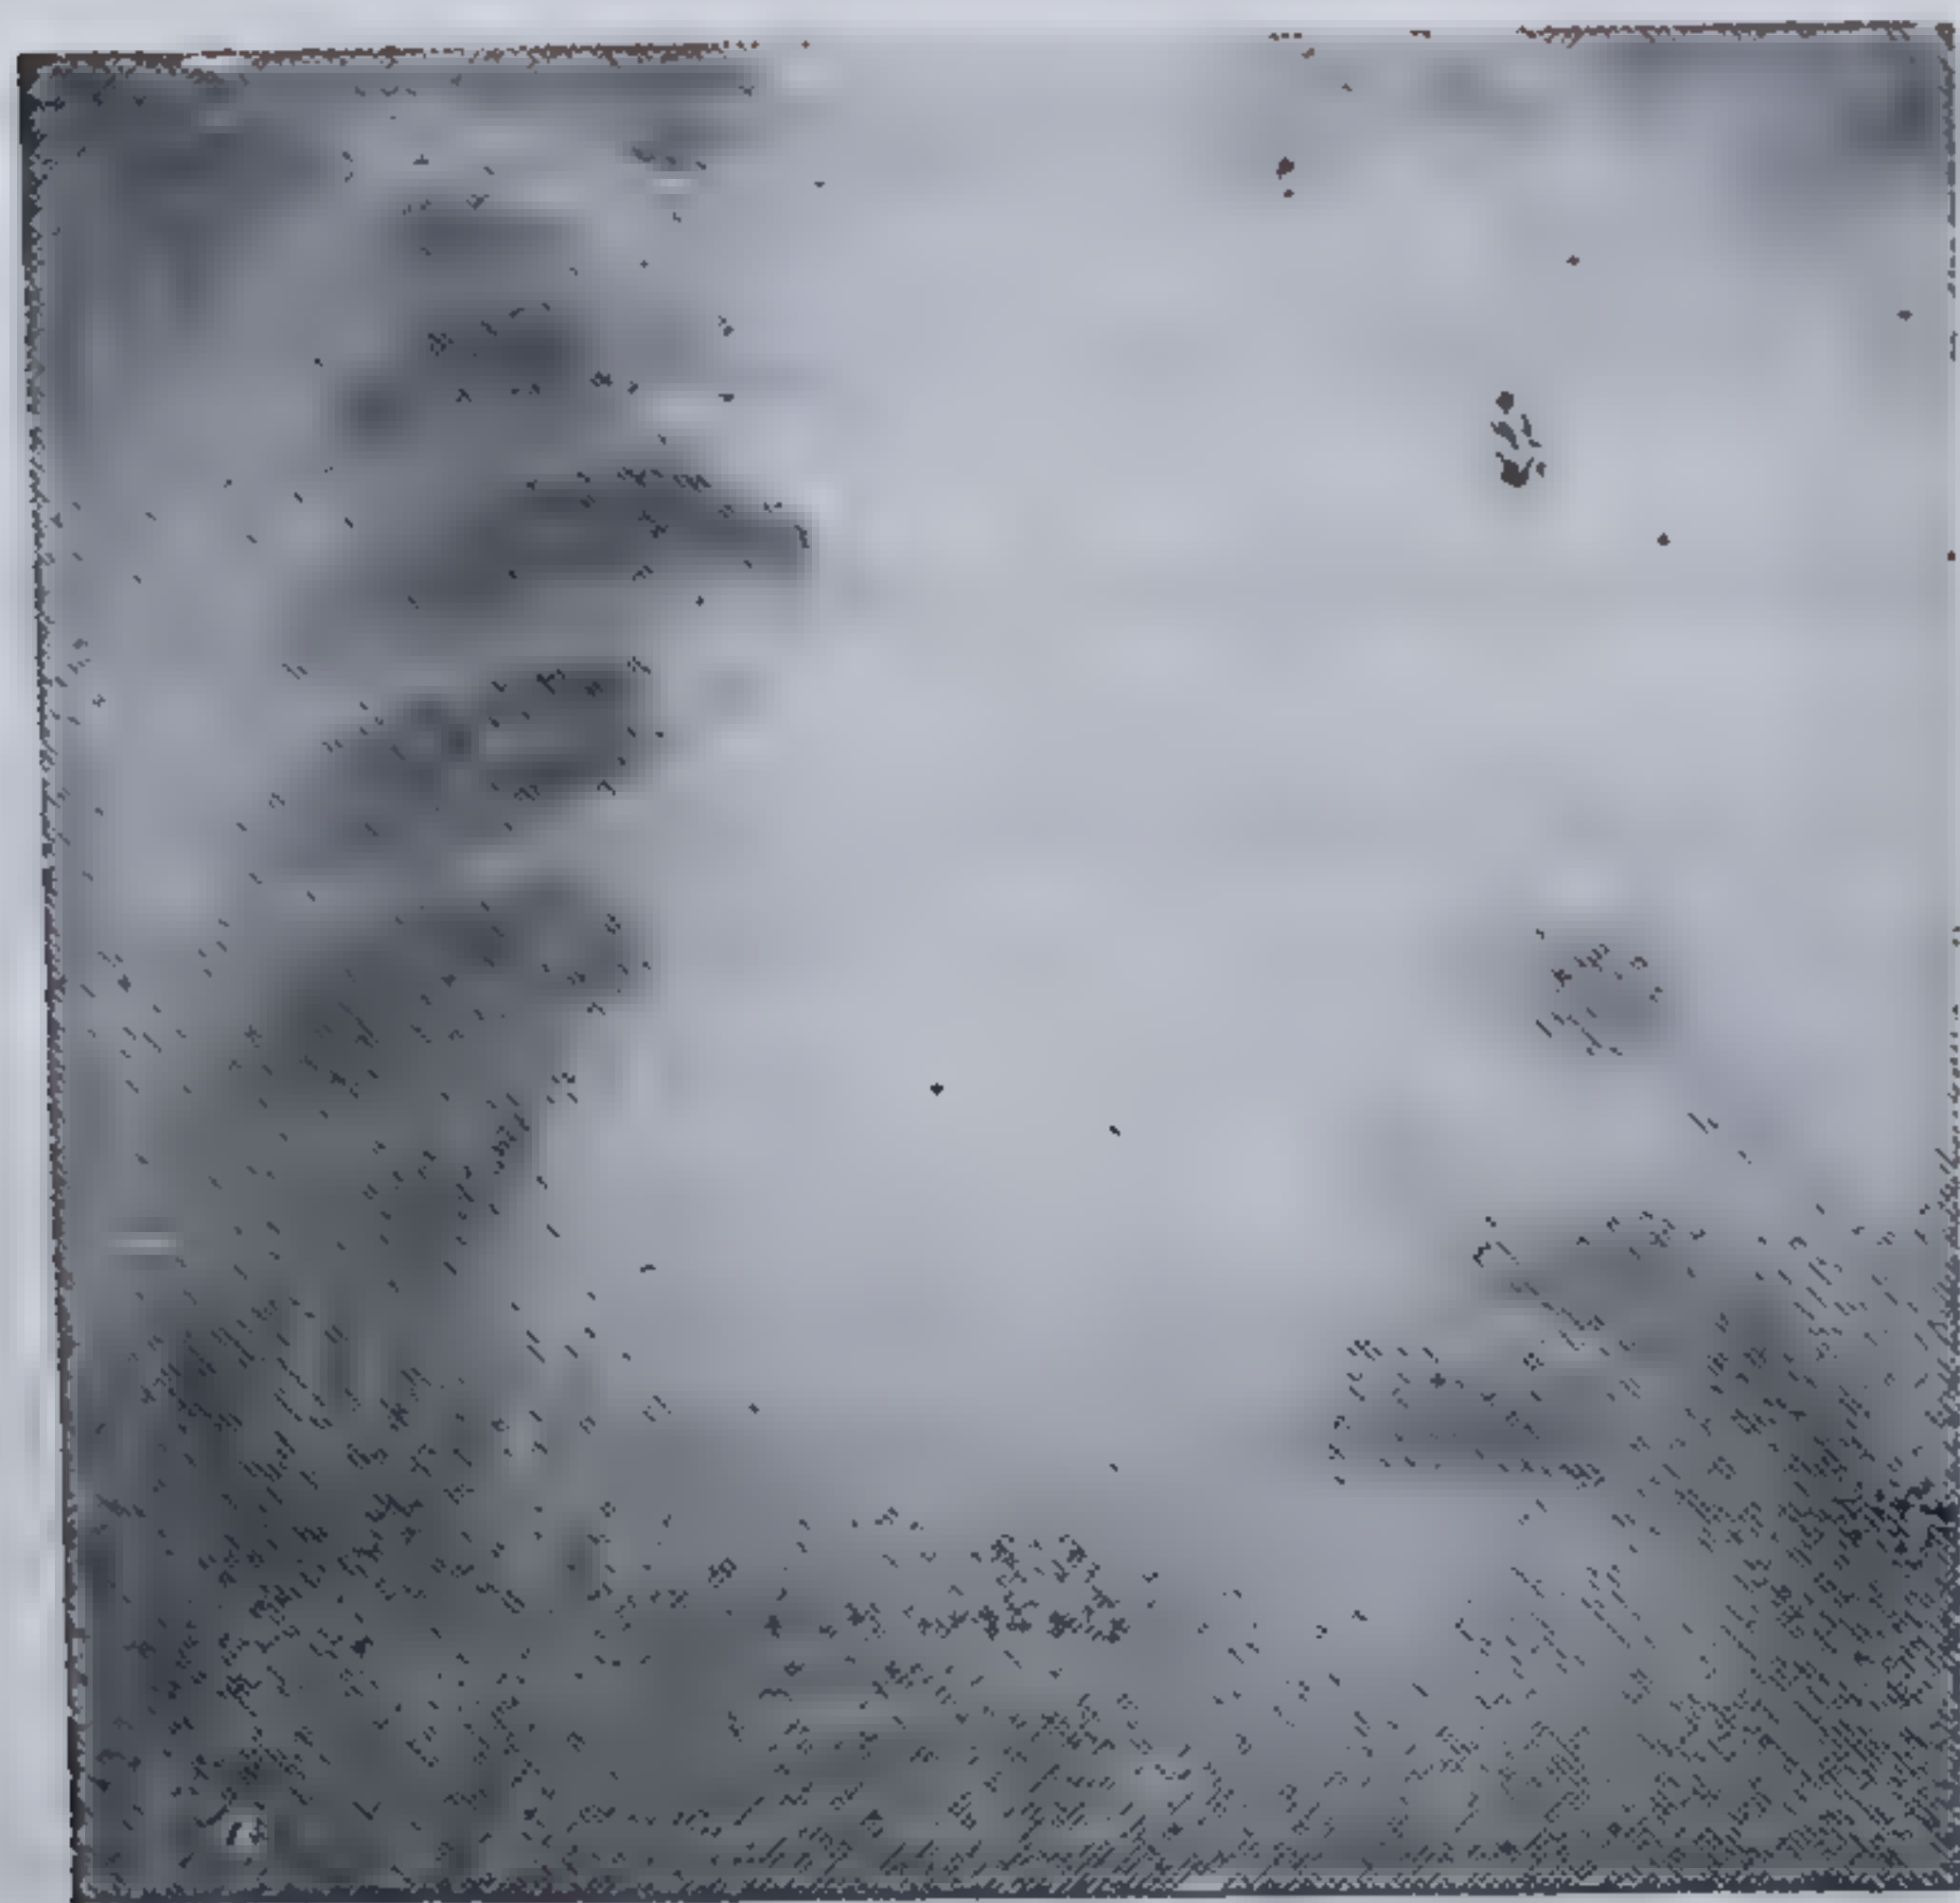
Radiografie: neoplasm centro-hilar lobul superior stîng cu punct de plecare zone hilare. Colecția Institutului de Ftiziologie — Dr. Ivanov.
